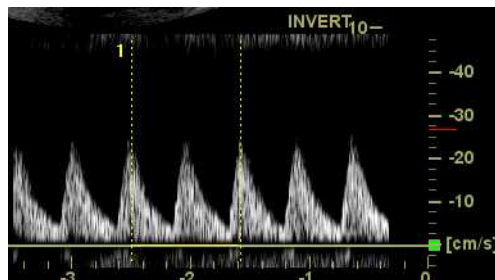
Deux références de cycle cardiaque (exemple en mode Doppler)
